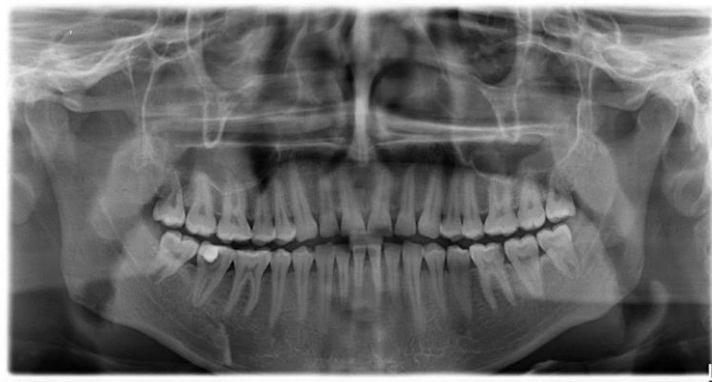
Пациент Л.Н., 1979 г.р. Ортопантомограмма при ХГП средней степени тяжести
